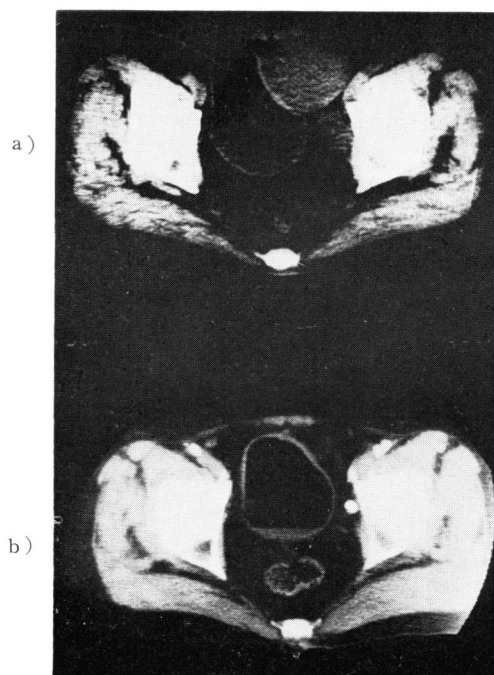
Computed tomography of case No. 4
